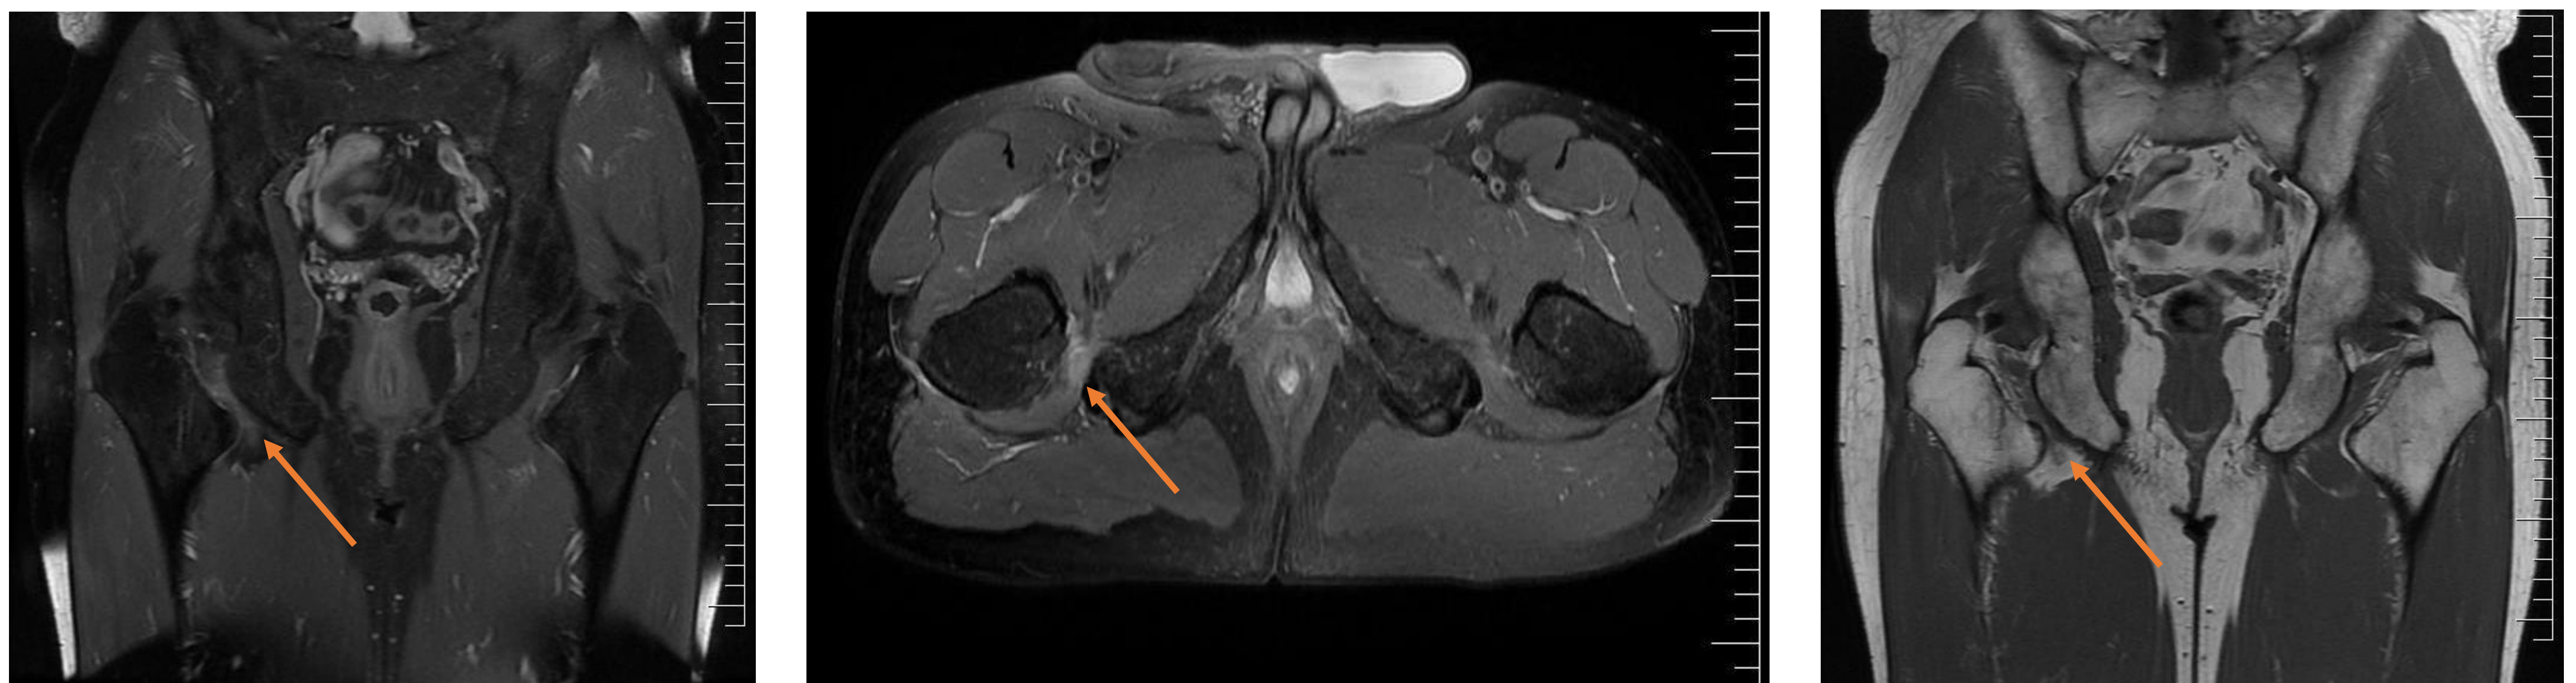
RMN que muestra hiperintensidad en cuadrado femoral con disminución del espacio isquiofemoral y atrofia en la parte inferior del vientre muscular.
